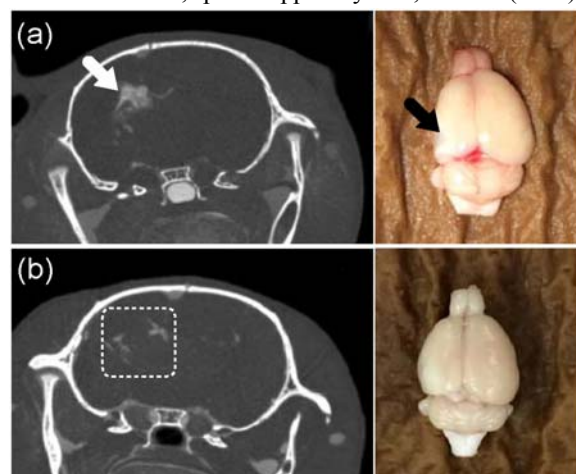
CT 断層撮影画像及び摘出脳の目視観察写真。(a) 酸素ガス添加プラズマ吸入、(b) 酸素・笑気混合ガス添加プラズマ吸入
